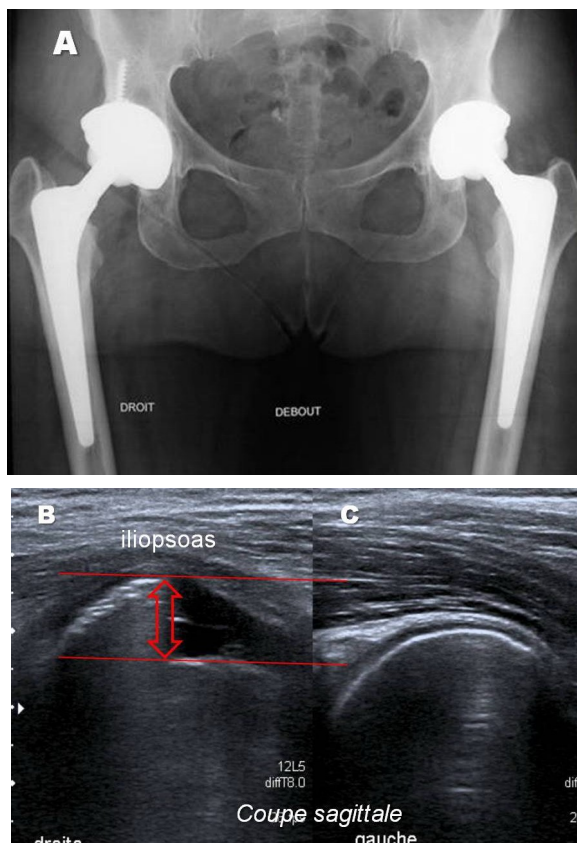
conflit PTH-psoas à droite. A : petit débord latéral du cotyle droit. B et C : coupe échographiques sagittales passant par les cotyles : franc débord antérieur du cotyle droit (flèche rouge) qui encoche la face postérieure de l'iliopsoas, angulée. Remarquer le caractère hypoéchogène du tendon (anisotropie ?). Côté gauche normal
